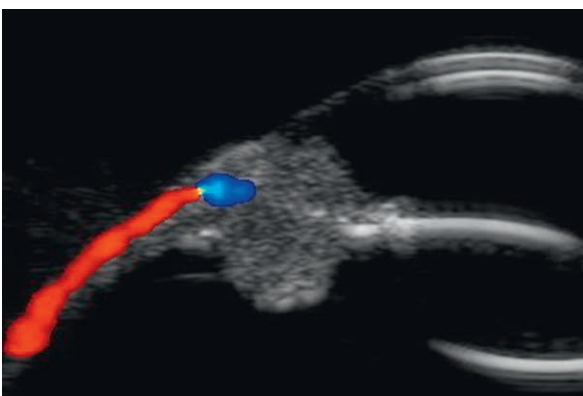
Adénome de l'épithélium ciliaire pigmenté – écho-Doppler couleur. Forme sphérique, peu ou pas d'atténuation, refoulement du cristallin sans cataracte. Absence de flux intrinsèque, le flux du cercle artériel de l'iris butant sur la masse.
